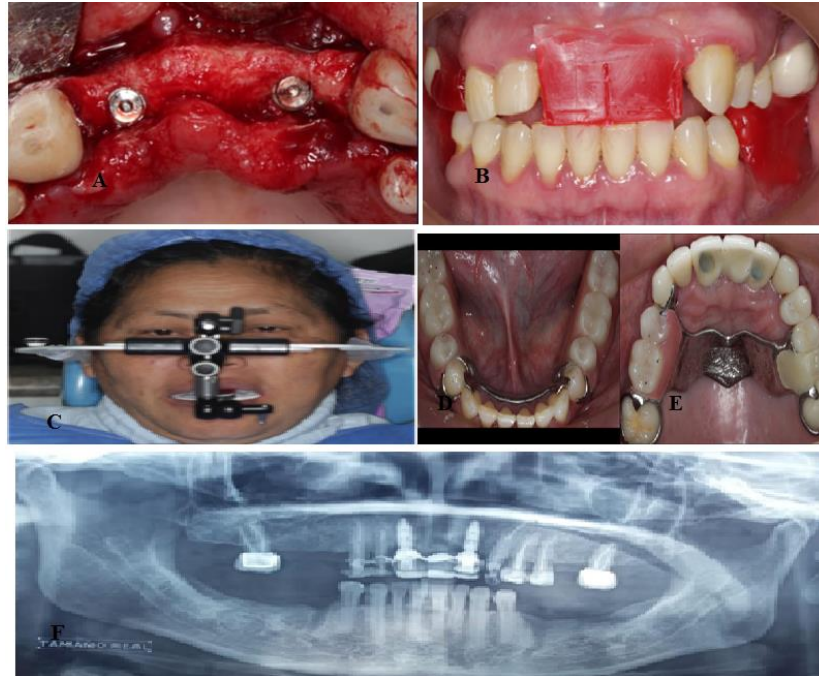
A. Fotografía quirúrgica mostrando la colocación de los dos implantes en *approach* palatino. B. Rodetes de altura en cera superior en la parte anterior y posterior e inferior en la parte posterior, realizando un aumento de la dimensión vertical. C. Toma de registros intermaxilares con arco facial para el posterior articulado de los modelos. D. Encerado manual en cera del sector anterior para la confección de las prótesis fijas. E. Prótesis cromo cobalto superior a la derecha e inferior a la izquierda. F. Radiografía panorámica de control a los dos meses.
